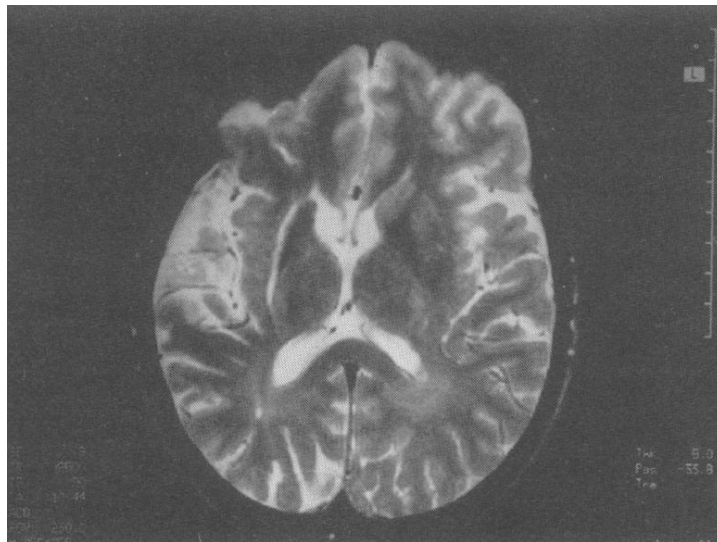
Resonancia magnética: imagen de lesiones hipertintensas en sustancia blanca.⁶⁹
